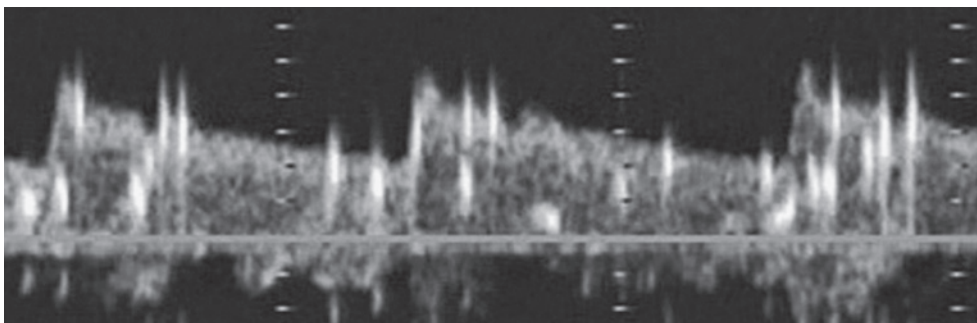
Transcranial Doppler sonography with saline contrast material injection shows many High Intensity Transient Signals (HITS) from the basilar artery before the embolization therapy.
